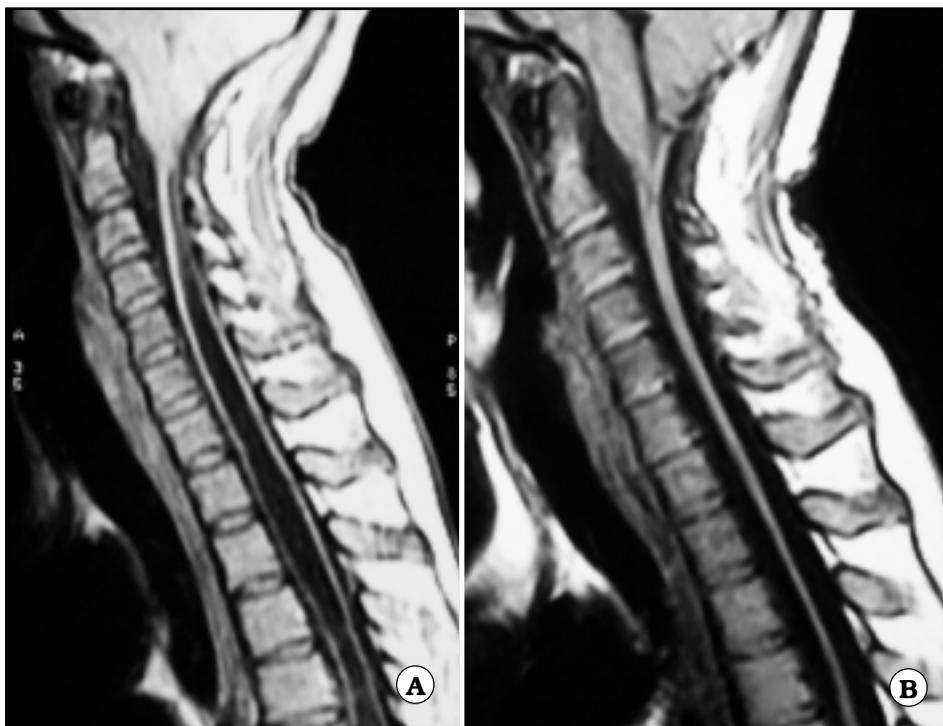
IRM ponderadas en T1 que muestran la siringomielia (A) y su reducción luego de la DSP (B).
